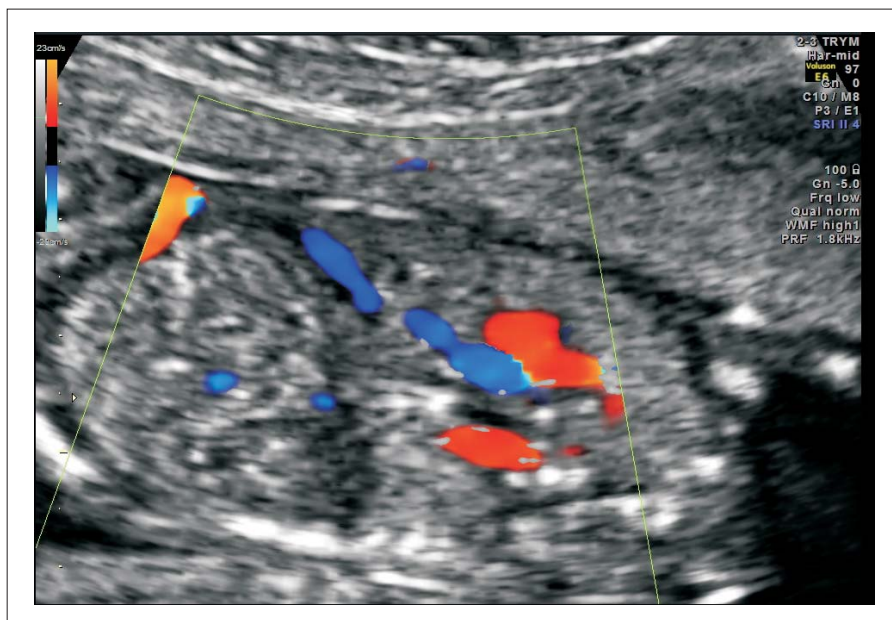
Obrazowanie w technice kolorowego Dopplera przepływu w naczyniach jamy brzusznej z widocznym brakiem przewodu żylnego
